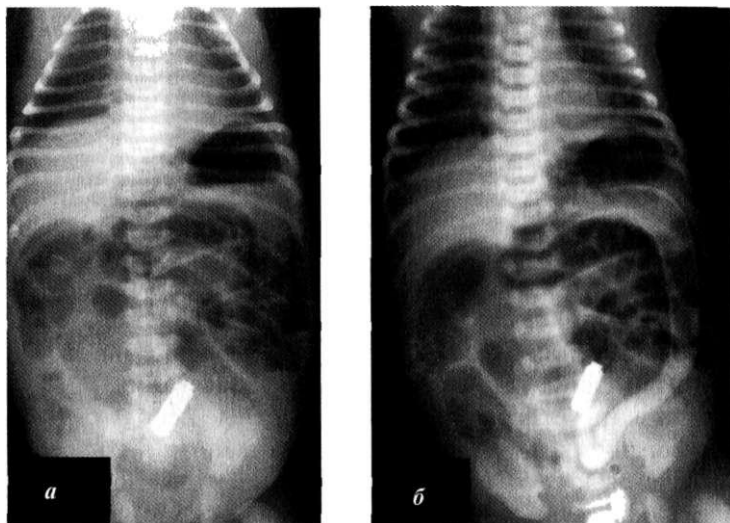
Мекониальный илеус. Рентгенологическое исследование, *а* — обзорная рентгенограмма брюшной полости. Видно вздутие живота. Множественные нечёткие уровни жидкости, *б* — ирригография. Видна атрофичная толстая кишка. В проекции восходящей толстой кишки видны кальцификаты.
